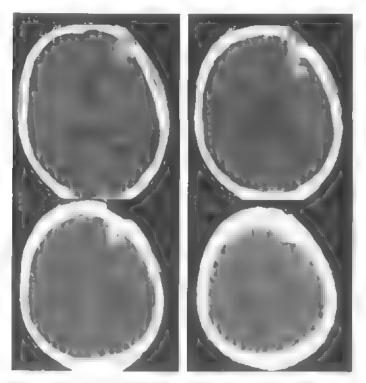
Компьютерные томограммы аксистычне срезы Очт размозження в и по стоя по к при езаплениюм перетом с 30 детаетс постра азапсто
